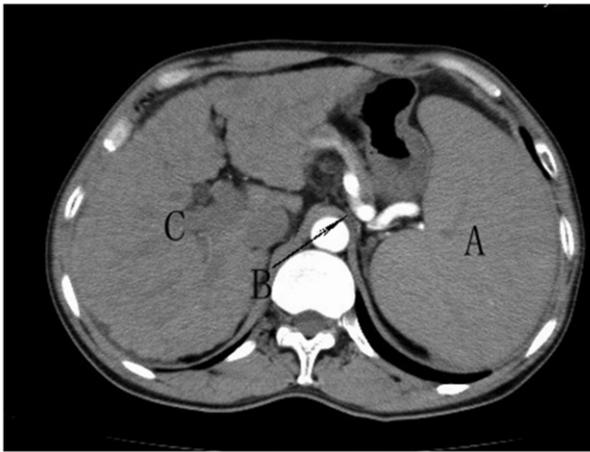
术前 CT A :巨脾 B 迂曲脾动脉 C :肝硬化
